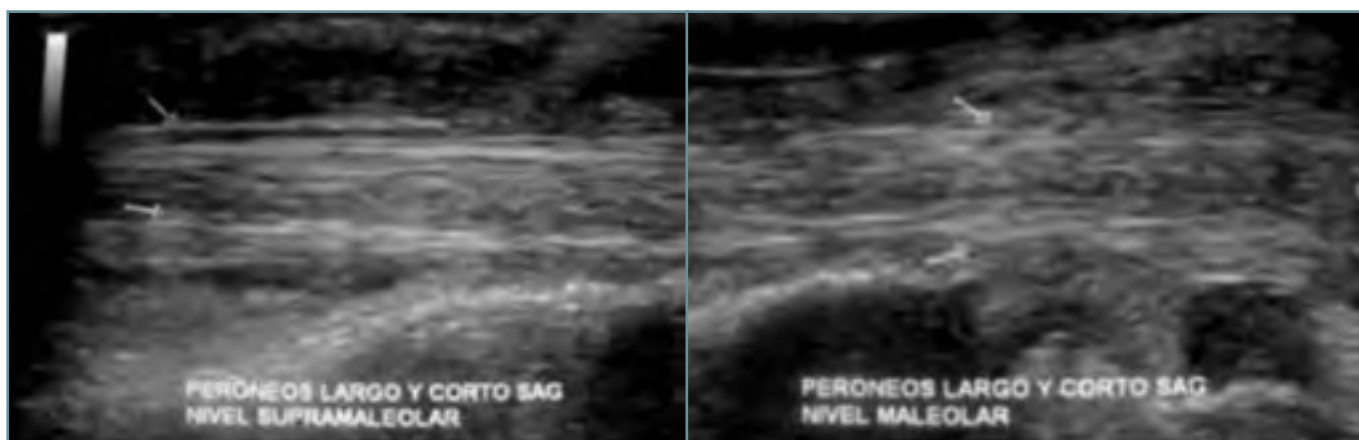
Ultrasonido en corte sagital del tendón peroneo largo y corto a nivel maleolar y supramaleolar, preservando el patrón fibrilar normal a estos niveles.
